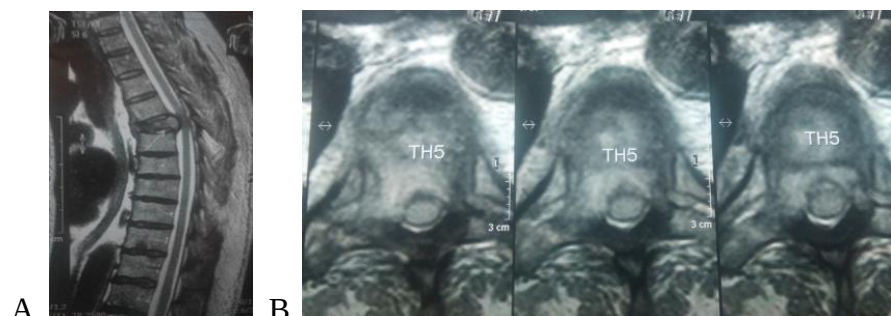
RMN toracică A, B: A– secțiune sagitală fractură tasată patologică Th5 cu compresia canalului medular la acest nivel; B– secțiuni axiale ale corpului vertebral Th5 cu compresia canalului medular la acest nivel.
